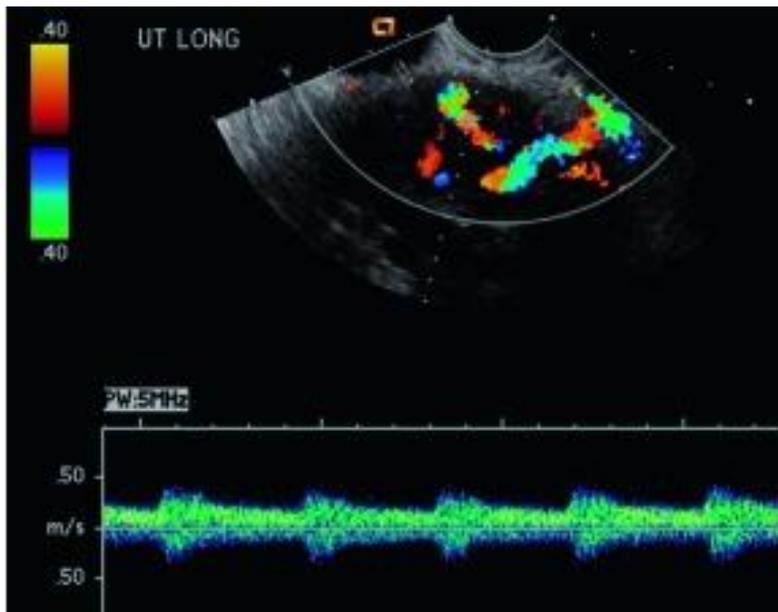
Ultrasonido transvaginal Doppler color y espectral, muestra un aumento en la vascularidad del endometrio y altas velocidades, lo que indica baja resistencia dentro de la estructura vascular. Tomado de Monette y col. (21).
